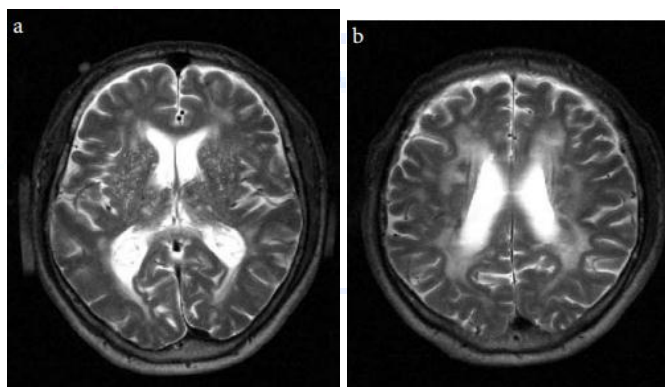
Структурные изменения ЦМА, визуализированные с помощью МРТ высокого разрешения при 3 Тесла в T2-взвешенной последовательности. Порозное состояние базальных ганглиев (а) и перивентрикулярное поражение белого вещества (б) — характерные аномалии при церебральной микроангиопатии.
